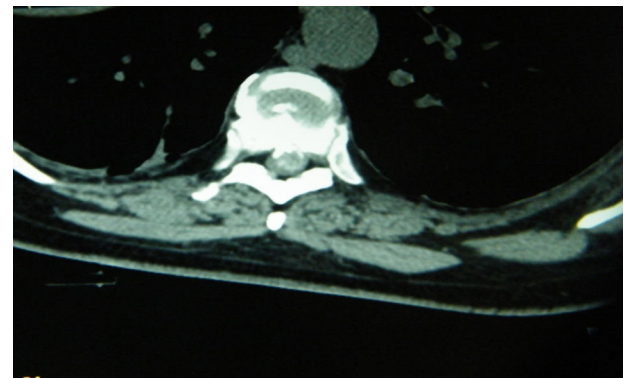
Tomografía corte sagital donde se demuestra hernia T8-T9. Caso 1.
